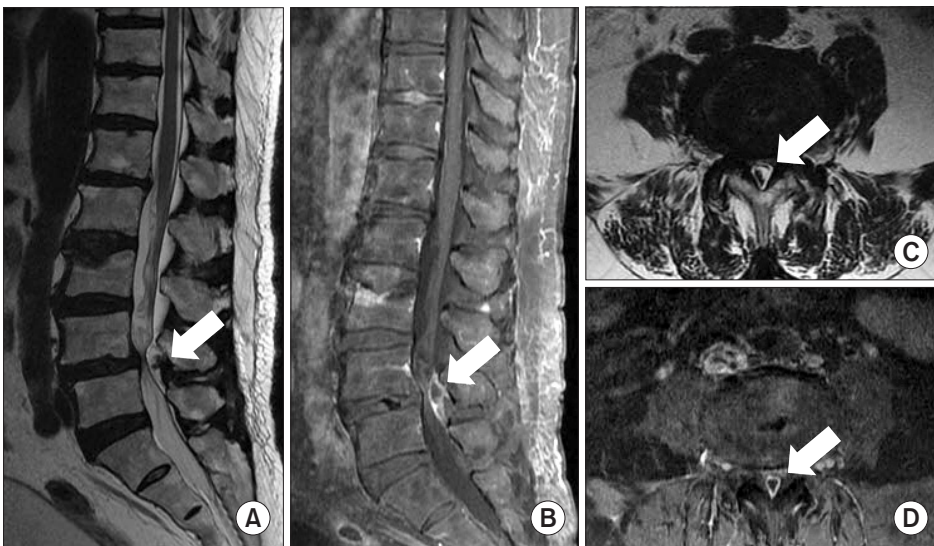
Contrast magnetic resonance imaging demonstrates a posterior epidural cystic lesion at L4-5. Sagittal T1WI shows a low signal (A) and T2WI shows a high signal intensity of the mass (arrows) (B), suggesting the facet synovial cyst. This intraspinal cystic lesion was located on the posterior epidural space (arrows) on axial T1WI (C) and T2WI (D).
